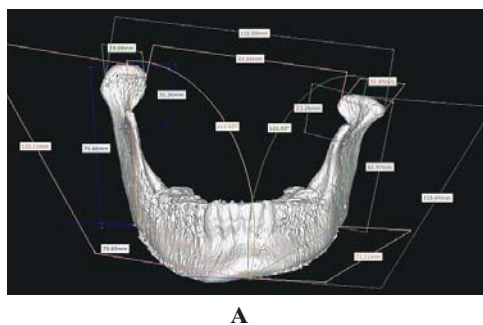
3-D-модели нижней челюсти пациентки на основе компьютерной томографии: А – до первого этапа хирургического лечения; Б – после первого этапа хирургического лечения
